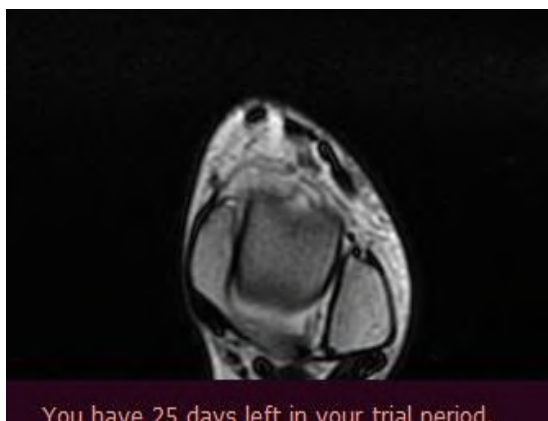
МРТ голеностопного сустава, T1-взвешенное изображение (а) и T2-взвешенное изображение с подавлением сигнала от жира (б) в аксиальной плоскости. Сочетанное повреждение передней и задней тибιοфибулярных связок
